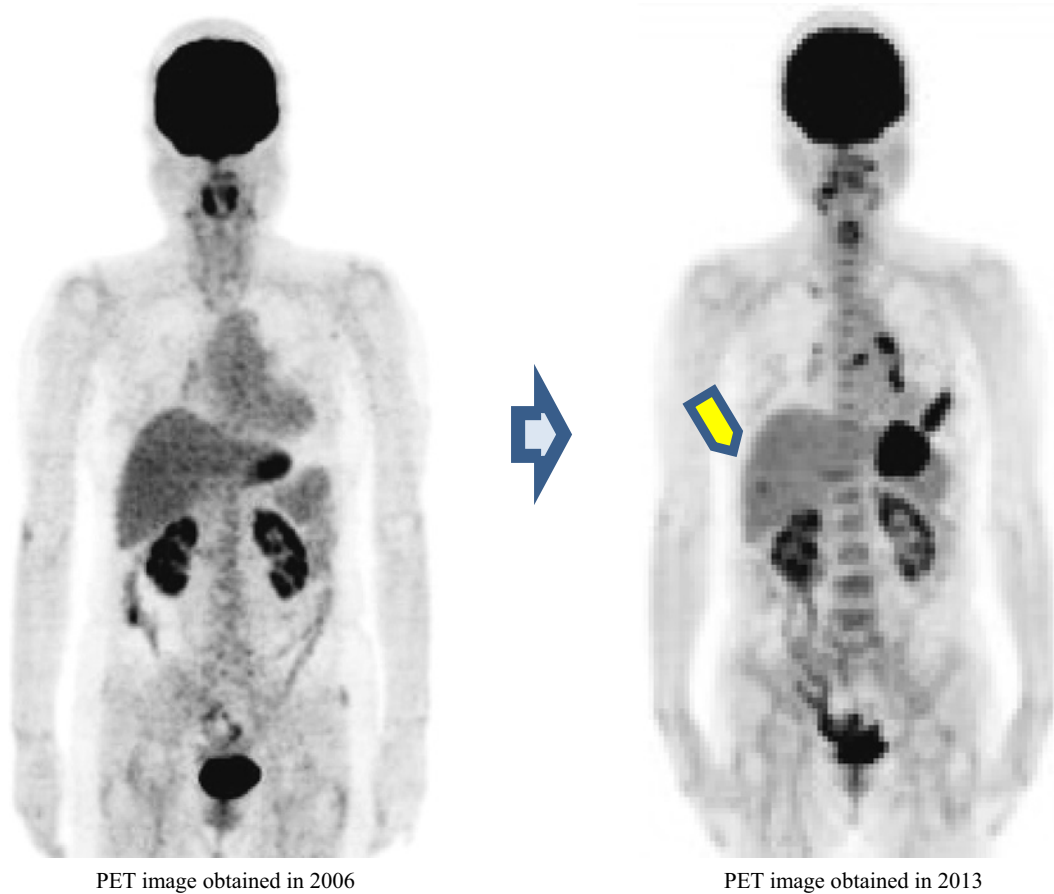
Positron emission tomography-computed tomography in case 1 shows the appearance of a new liver metastasis (arrow) and progression of bone metastases eleven years after the start of gefitinib treatment.
